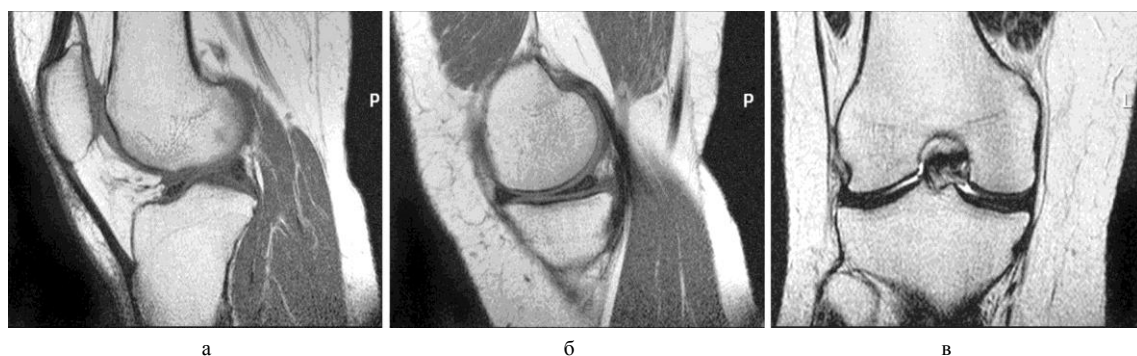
МРТ правого коленного сустава пациентки П., 47 лет, через 4 года после артроскопического шейвирования и туннелизации по поводу хондромалии медиального мыщелка бедренной кости 2-3 степени. Т1-ВИ в сагиттальной проекции (а, б) и Т2-ВИ в коронарной проекции (в). Толщина суставного хряща преимущественно до 1,8 мм, в области медиального мыщелка бедра – до 1,5 мм. Суставные поверхности неровные, с умеренным субхондральным склерозом. Краевые отделы суставных поверхностей мыщелков бедренной кости скошены. Гипертрофия костных балок выражена больше в медиальном мыщелке бедренной кости. Дегенерация 2-й степени тела и заднего рога медиального мениска. Состояние субкомпенсации опорно-двигательных функций коленного сустава
